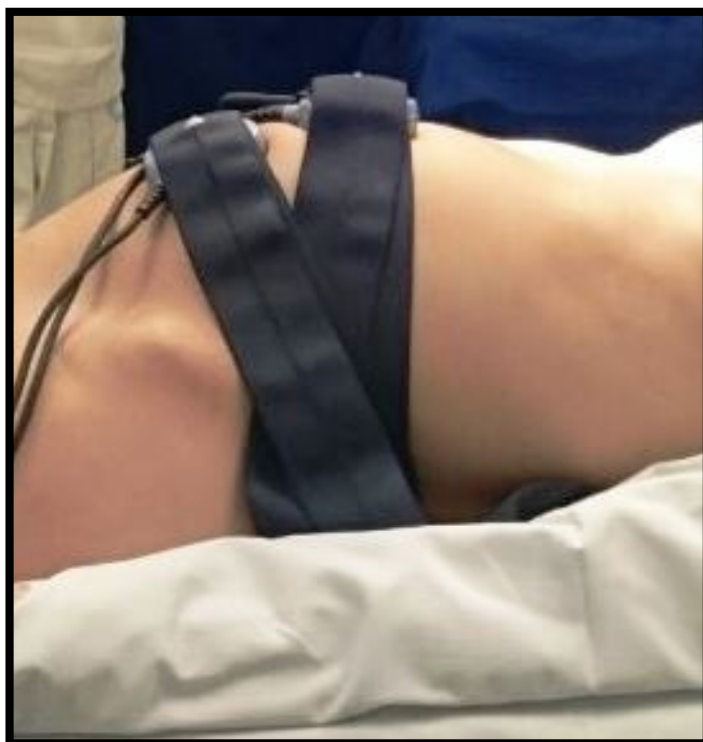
Eletrodos del cardiotocógrafo Bistos® BT-300 fijados con una cinta elástica para monitorización de la frecuencia cardíaca fetal y de la dinámica uterina.
